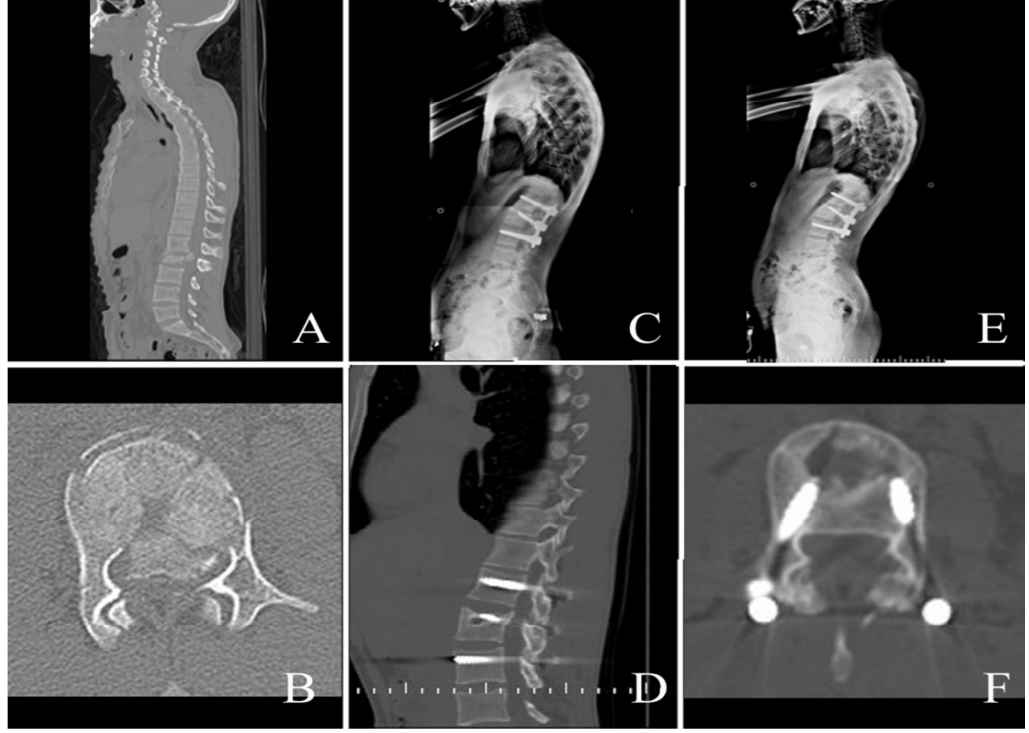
A-B. Preop sagittal - aksiyal BT, C-D.
